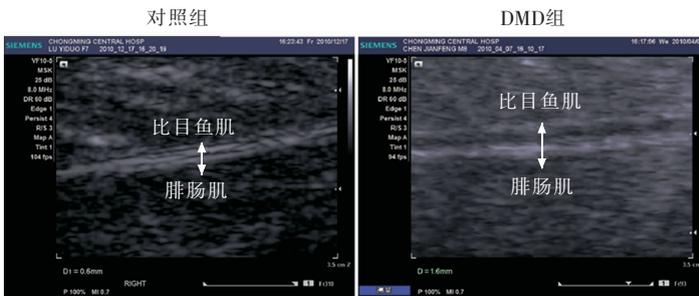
两组腓肠肌与比目鱼肌间隔高频超声图像 超声图像显示DMD组患儿腓肠肌与比目鱼肌间隔较对照组儿童增宽。
